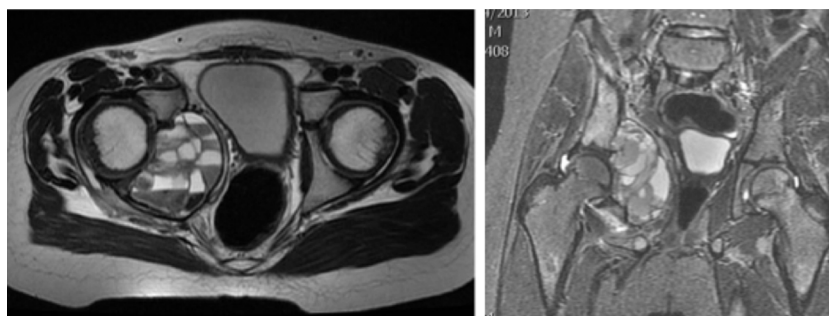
Resonancia magnética corte sagital y coronal.
